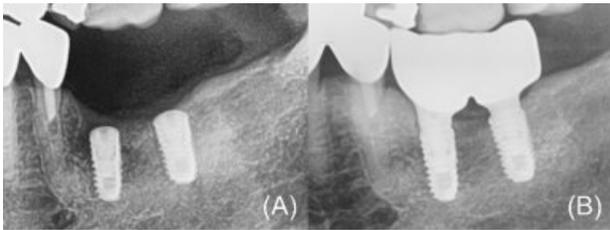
(A) 2년 후 임플란트 식립 수술 후 파노라마 방사선 사진 (B) 임플란트 보철 후 파노라마 방사선 사진
